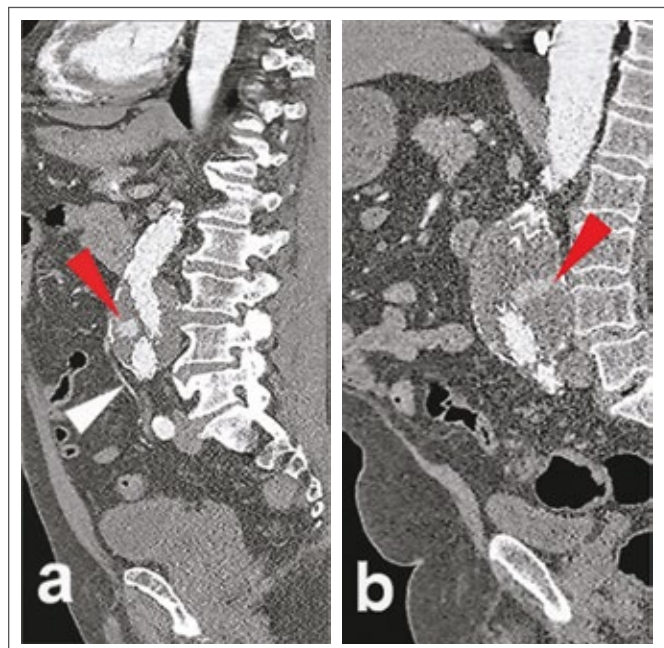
CTA, sagittale Ebene. (a): Ventral lokalisiertes, sekundäres Endoleak Typ IIA (roter Pfeil) durch Rezirkulation über die AMI (weißer Pfeil); (b): Primäres Endoleak Typ IIA (roter Pfeil) mit typischer dorsaler Lokalisation bei iliolumbalem Zustrom.
